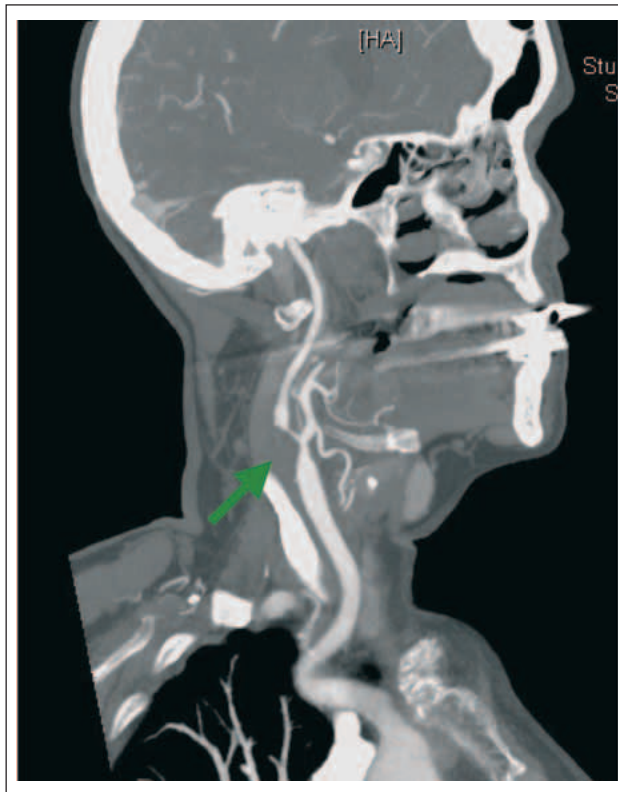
CT-Angiographie der rechten Karotis bei Zustand nach Thrombendarterektomie und Patchverschluss vor 14 Jahren und asymptomatischer Restenose (grüner Pfeil).
